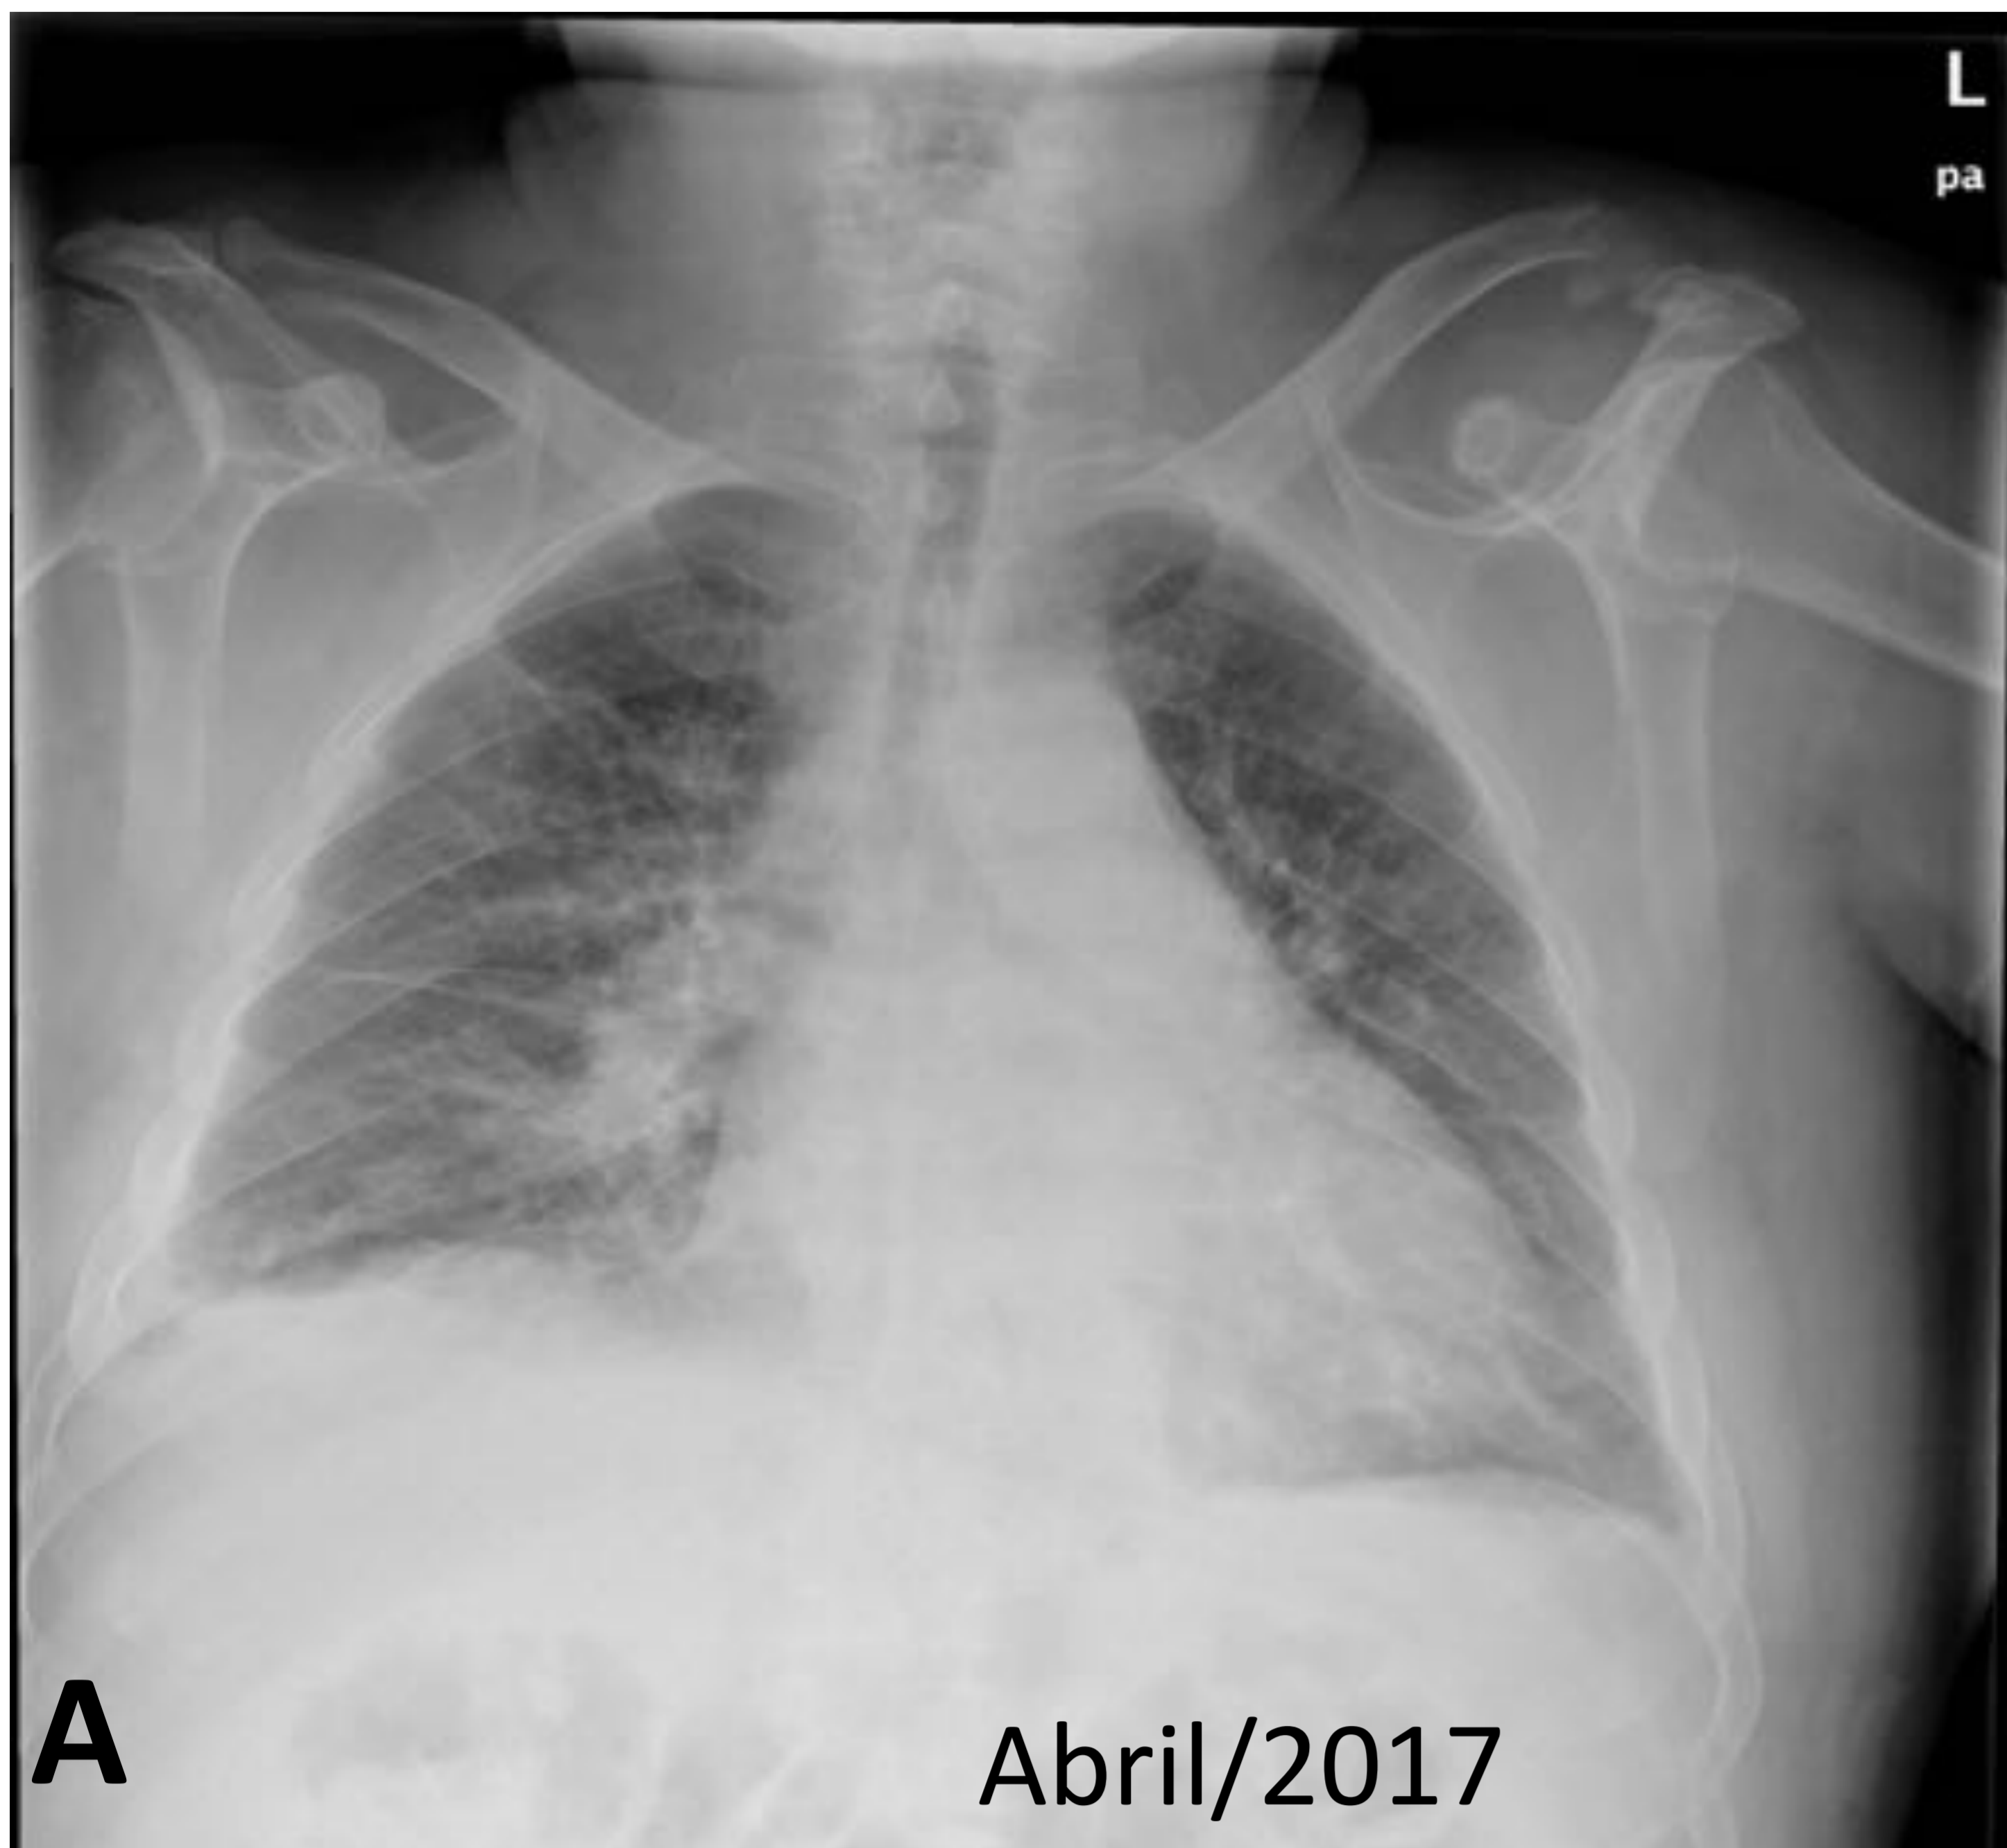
Diastasis esternal. Varón de 75 años fumador, ingresado por disnea progresiva. A) y B) Rx de tórax PA y lateral, signos de insuficiencia cardiaca congestiva. Durante ingreso se realizó TC torácica para despistaje de lesión hiliar derecha no confirmada, se evidenció diastasis esternal C) TC ventana de hueso sagital. D) Radiografía de tórax lateral realizada dos años antes, la solución de continuidad esternal ya estaba presente. Revisada la radiografía al ingreso, magnificada y con ajuste de la ventana en E), se valora con dificultad la diastasis esternal.
